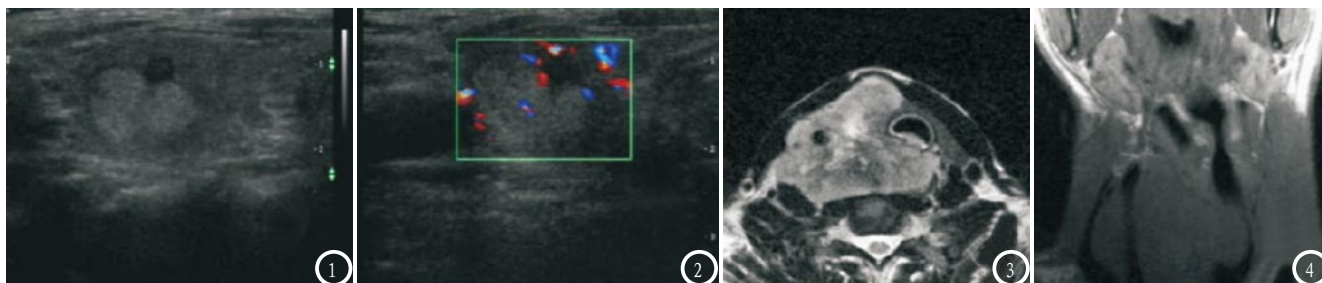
甲状腺微癌，超声图像显示：甲状腺右叶上部见一枚混合回声团块，以实性为主，边界清晰，周边伴晕环，该团块内见4×4mm的回声偏低区，周边及内部见血流信号；图3-4 甲状腺未分化癌，MRI图像显示：右侧可见一肿块，包绕同侧颈内动脉，侵犯气管。
